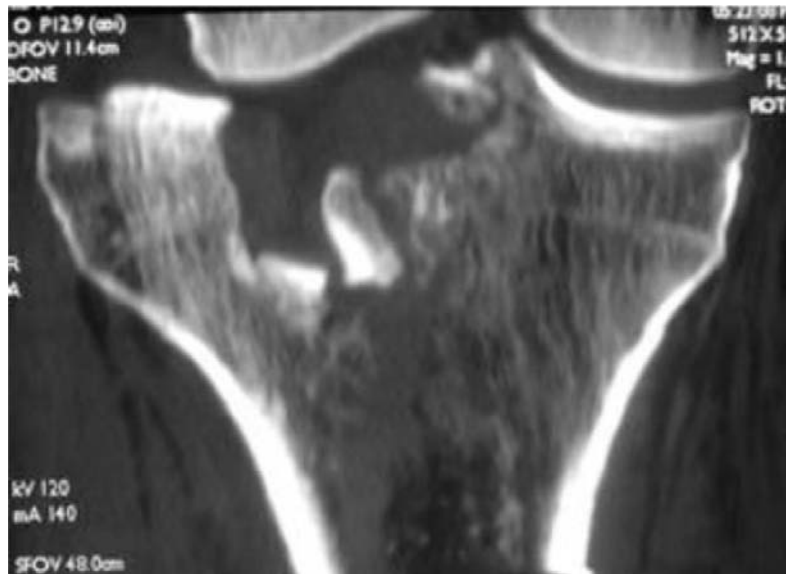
TDM coupe frontale : fracture spinotubérosaite interne [60]
